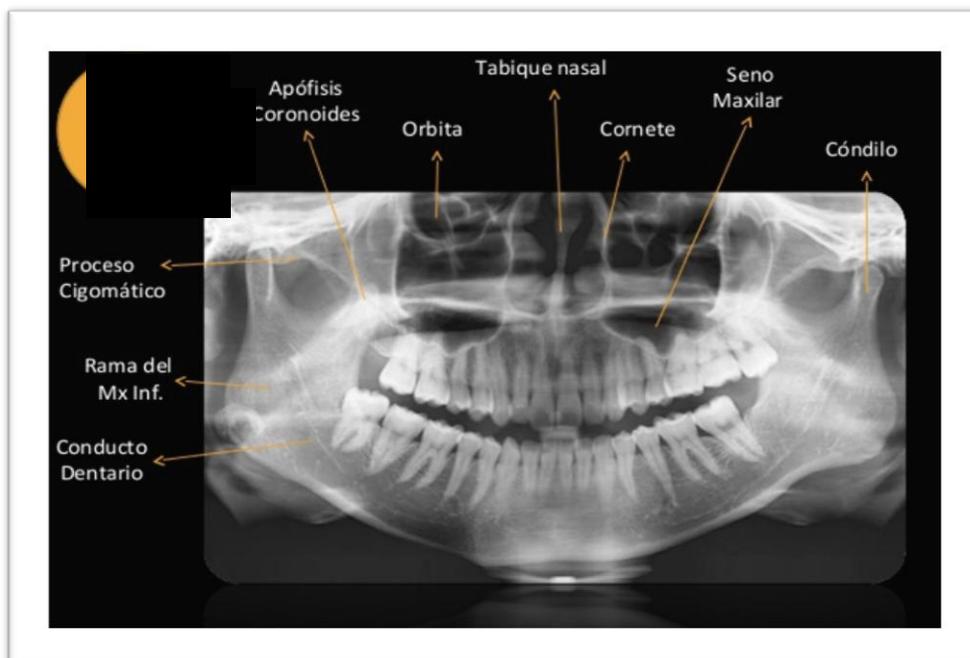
Ortopantomografía.¹³
